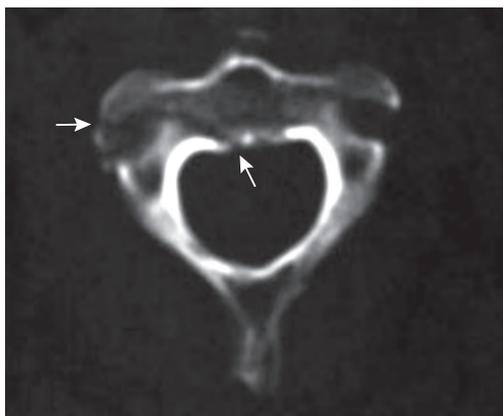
КТ. Перелом тела С2 (стрелки).
